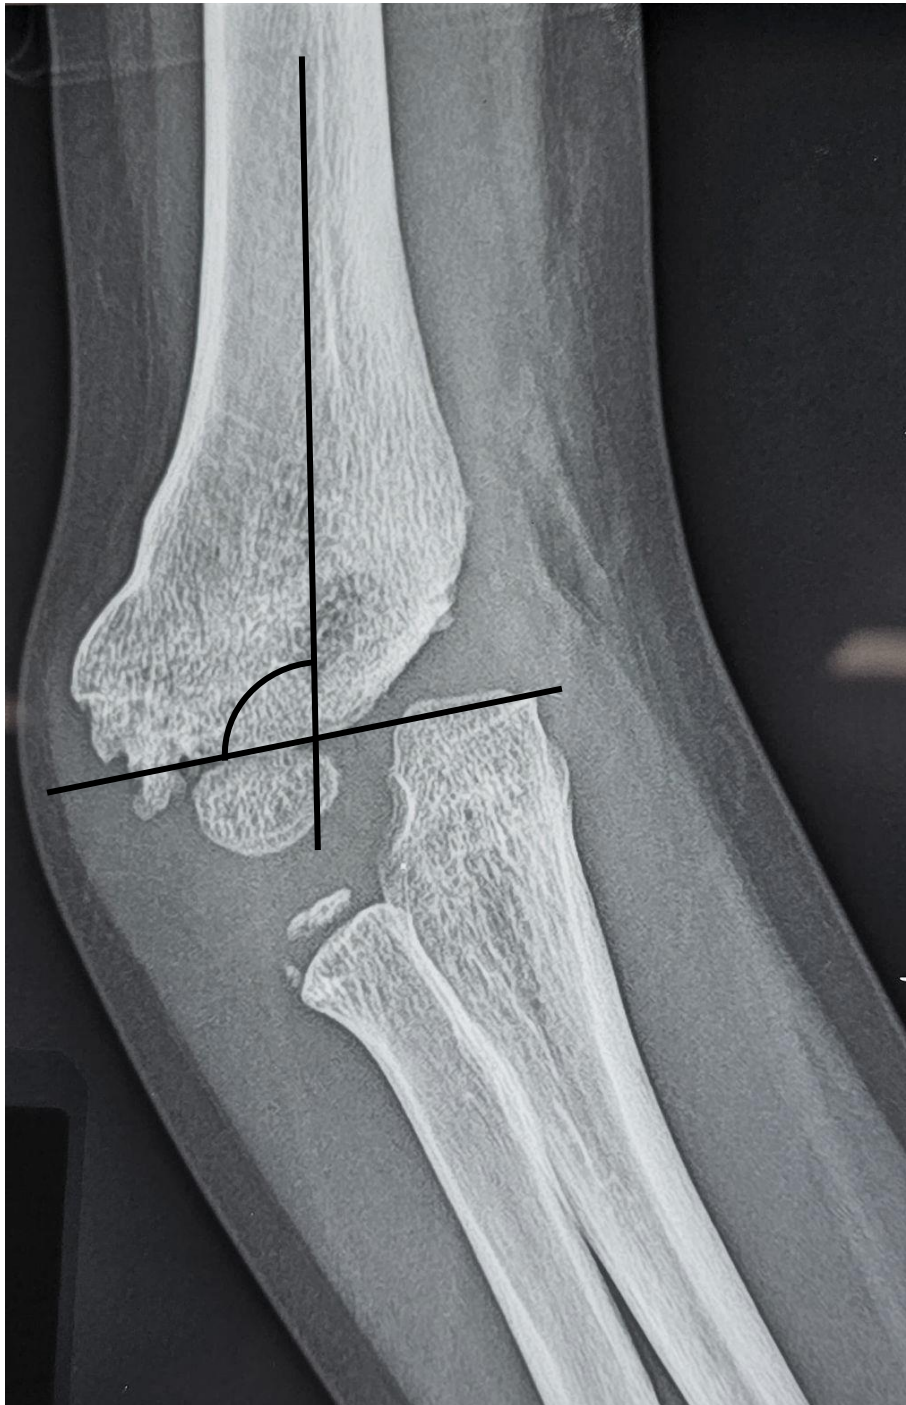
Radiographie du coude droit de face en extension d'un garçon de 6 ans ayant un cubitus varus de 30° suite à une FSC stade VI traitée par embrochage en croix il y'a 2 ans (à titre externe) qui montre un angle de Baumann à 98°.
